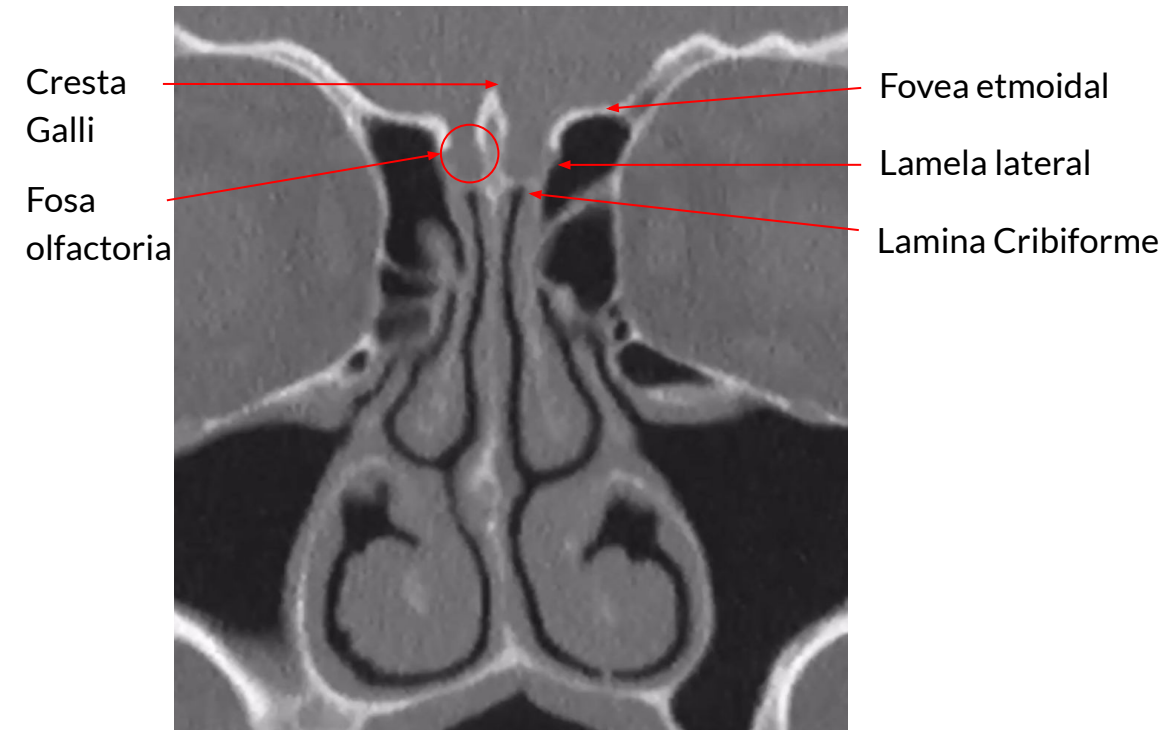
Imagen TC del receso olfatorio
